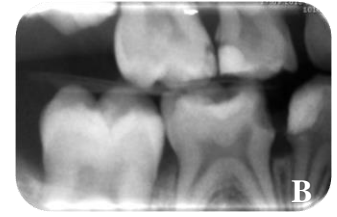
A. 6. ay kontrolünde geleneksel yöntem uygulanan sağ alt süt birinci azı dişinin başka klinikte çekimi sonrası alınan ağız içi görüntüsü (USPHS' ye göre kod 5), B. 6. Ay kontrolünde geleneksel yöntem uygulanan sağ alt süt birinci azı dişinin başka klinikte çekimi sonrası alınan bite-wing radyografisi
